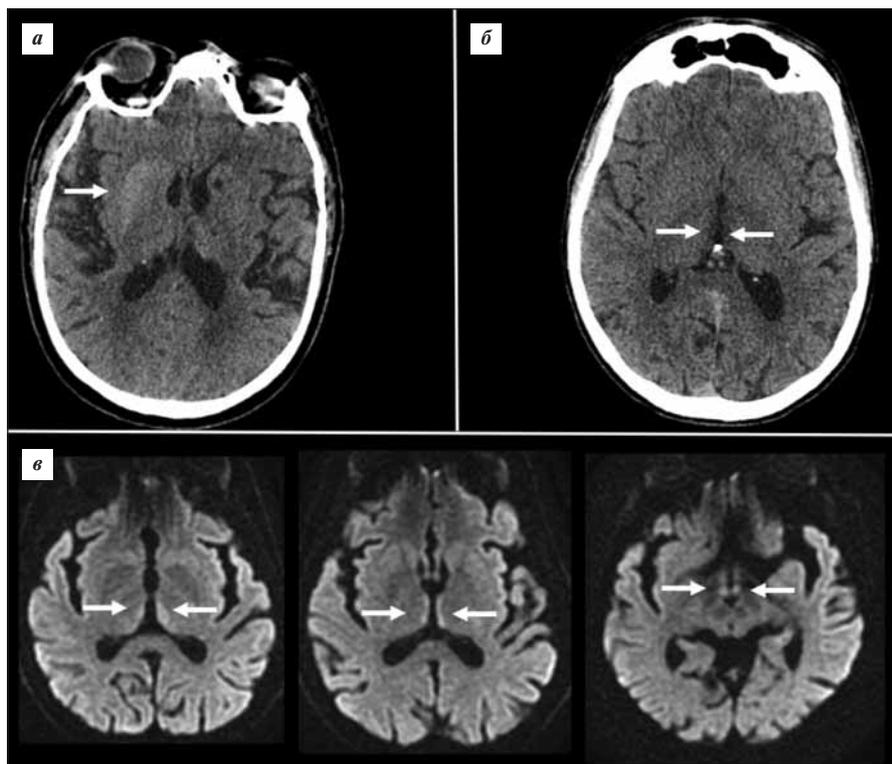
Клинические примеры метаболической энцефалопатии, имитирующей инсульт (МРТ-изображения).
